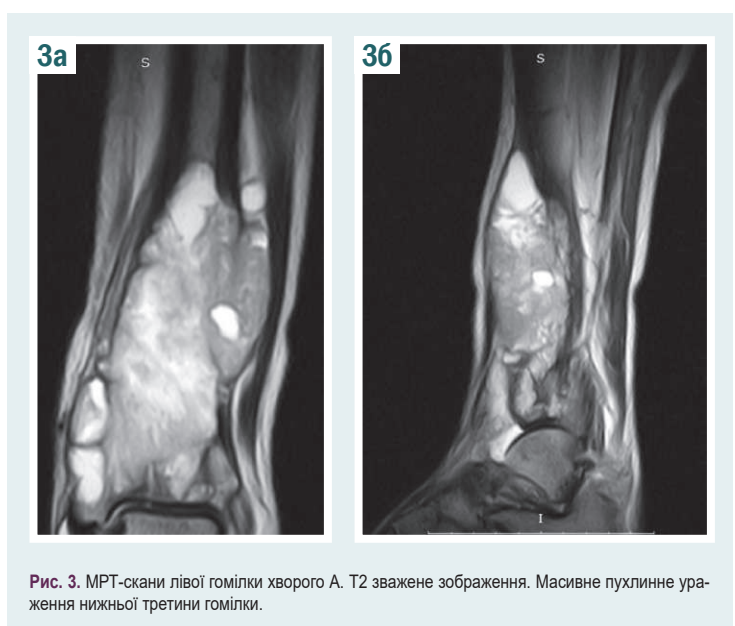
МРТ-скани лівої гомілки хворого А. Т2 зважене зображення. Масивне пухлинне ураження нижньої третини гомілки.
